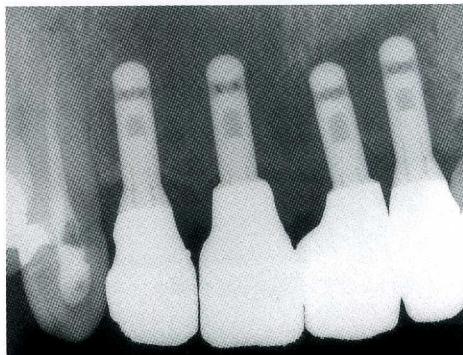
プロフェッショナルケア終了後は、デンタルX線写真でインプラント周囲の状態をチェックするのも有効である。
